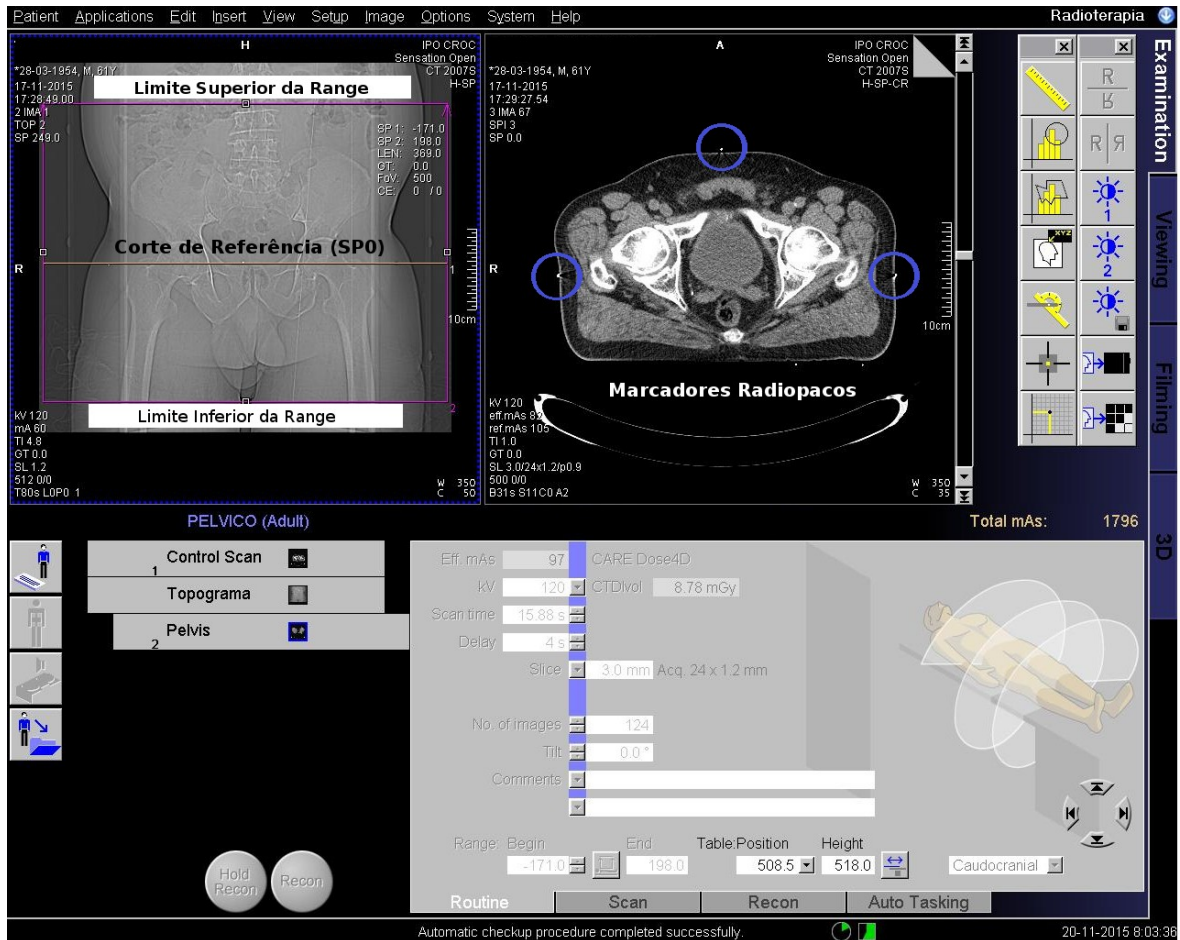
Janela de trabalho da TC, onde se pode observar, à esquerda, os limites inferior e superior da range, e à direita, o corte de referência com os três marcadores radiopacos evidenciados com uma circunferência azul.
